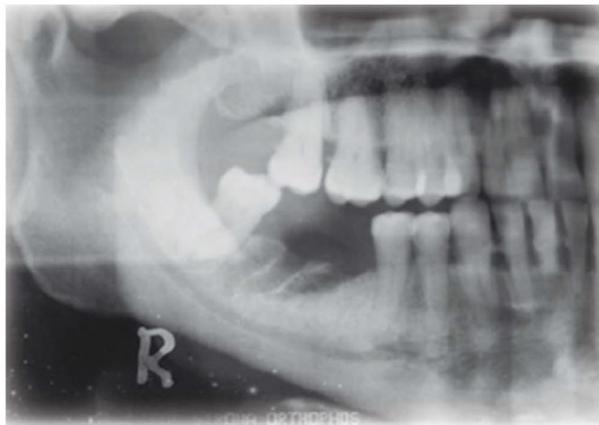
Ortopantomografía donde se aprecia zona osteolítica en mandíbula.¹¹
